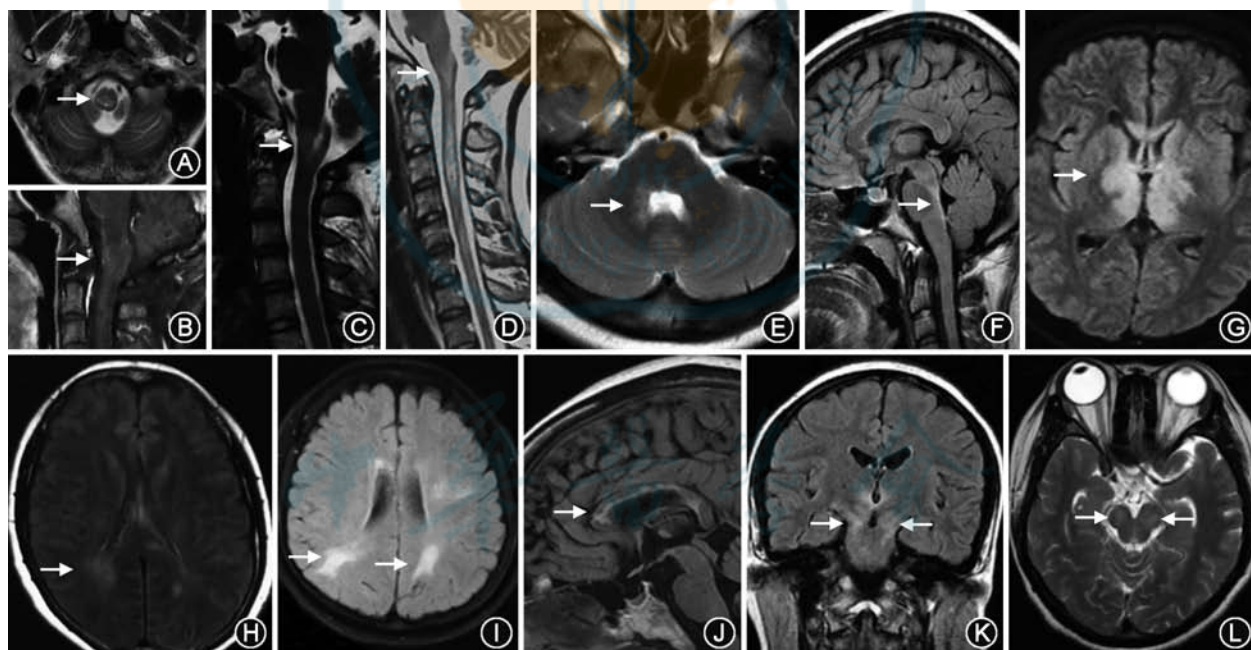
视神经脊髓炎谱系疾病患者颅内病变磁共振成像影像特征(由解放军总医院第一医学中心提供)。A: T₂像显示延髓病变(箭头);B: T₁增强像显示急性期延髓病变强化(箭头);C: T₂像显示最后区线状病变(箭头);D: T₂像显示最后区片状病变,与颈髓病变相连(箭头);E、F: T₂及液体衰减反转恢复(FLAIR)序列显示第四脑室周围病变(箭头);G: FLAIR序列显示丘脑、下丘脑、第三脑室周围病变(箭头);H、I: FLAIR序列显示大脑半球病灶弥漫性云雾状(箭头);J: FLAIR序列显示胼胝体弥漫性病变(箭头);K、L: FLAIR序列及T₂像显示沿锥体束走行病变,累及大脑脚(箭头)
